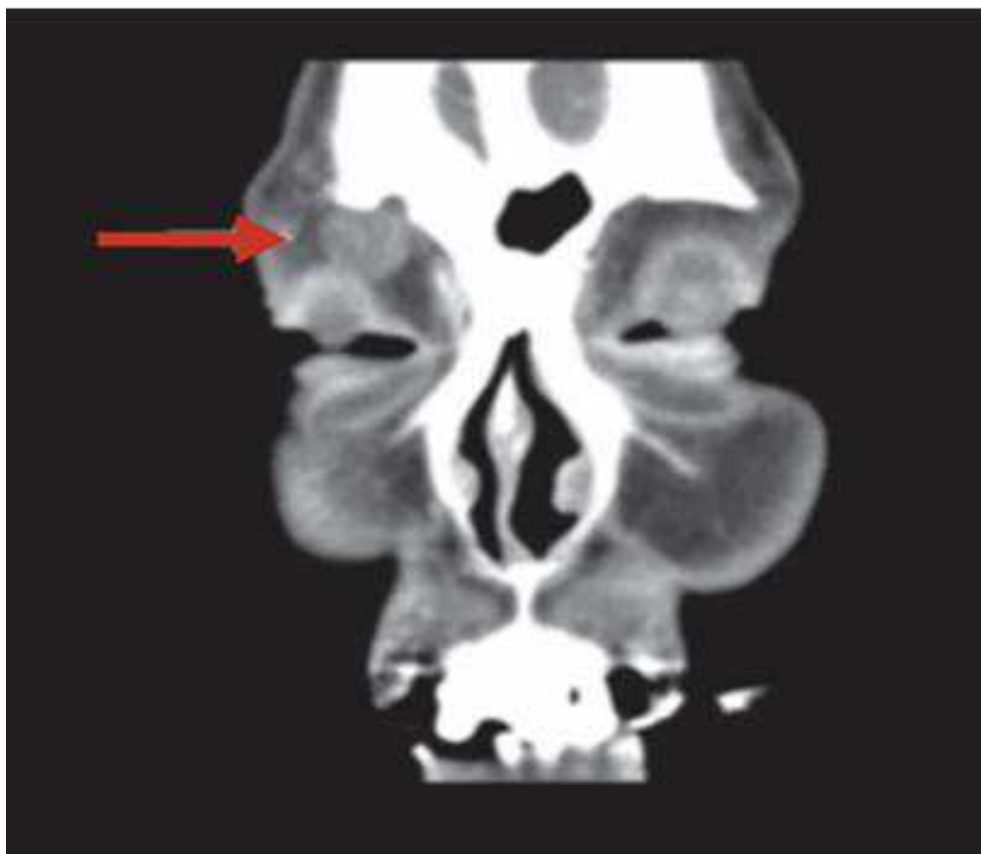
Спостереження №17. МРТ хворої Е-ва, 37 років, історія хвороби №3401 із скаргами на прогресивне збільшення утворення орбіти, екзофтальм, зниження зору демонструє екстракональне утворення правої орбіти (стрілка)
